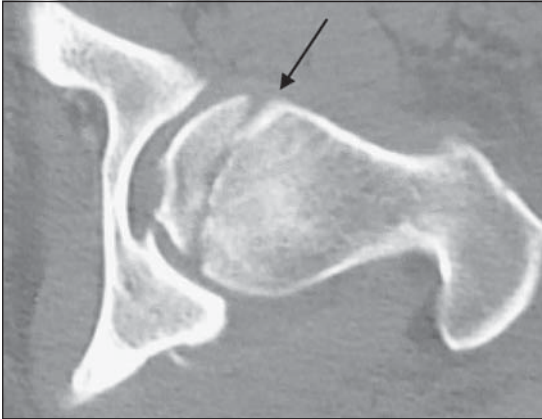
Tomografía axial computada preoperatoria que muestra fractura de Pipkin tipo II (flecha).
